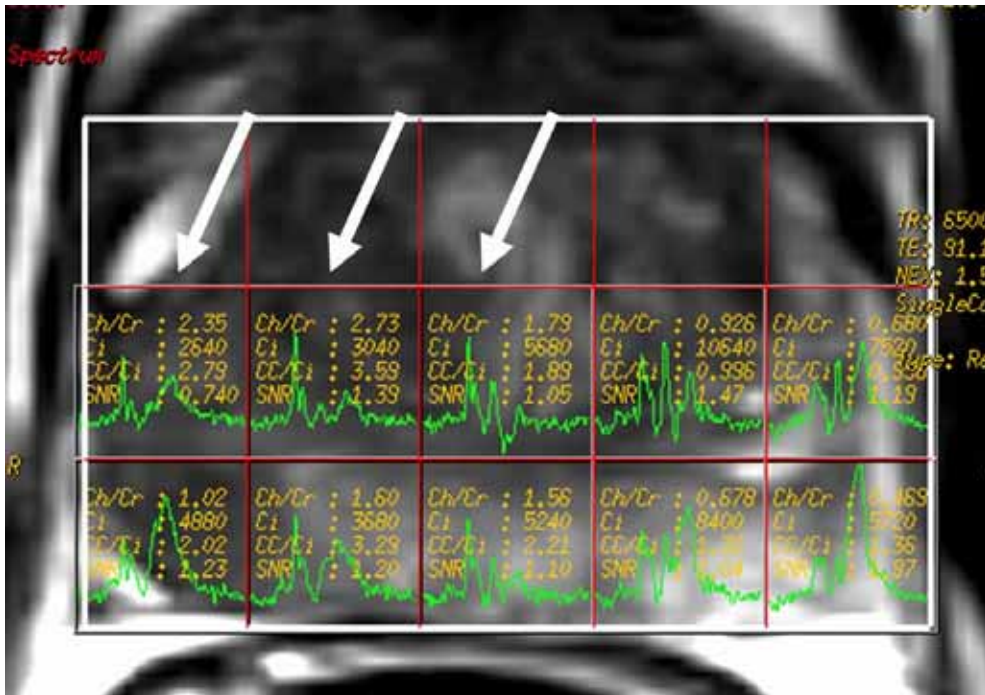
Càncer de la glàndula central i perifèrica. Imatge axial en RM mostrant l'augment de l'ràtio metabòlic CC/Ci en el costat dret (fletxes) afectant la glàndula central i perifèrica
